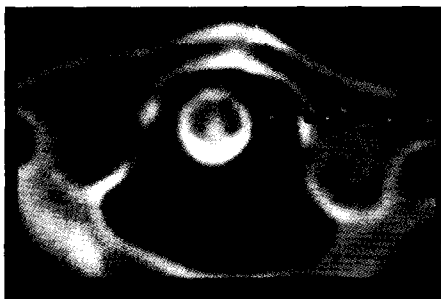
CT 扫描齿侧间距不对称,两侧相差 3 mm
